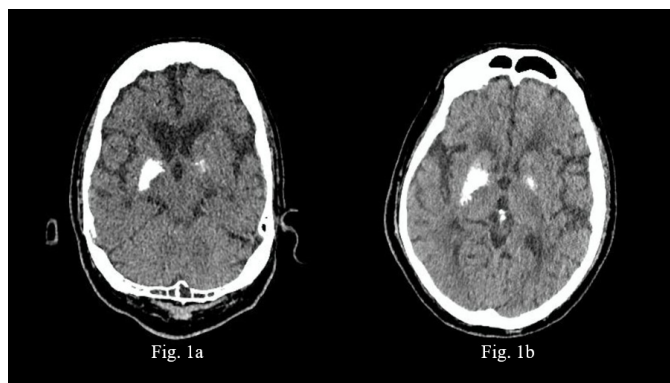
1a. Tomografía cerebral sin contraste, con calcificaciones a nivel de ganglios basales, sin alguna apreciación al respecto en su centro de atención. 1b. Tomografía cerebral sin contraste, con calcificaciones confluentes a nivel de los ganglios basales a predominio derecho, que ya se observaban en un estudio previo.
